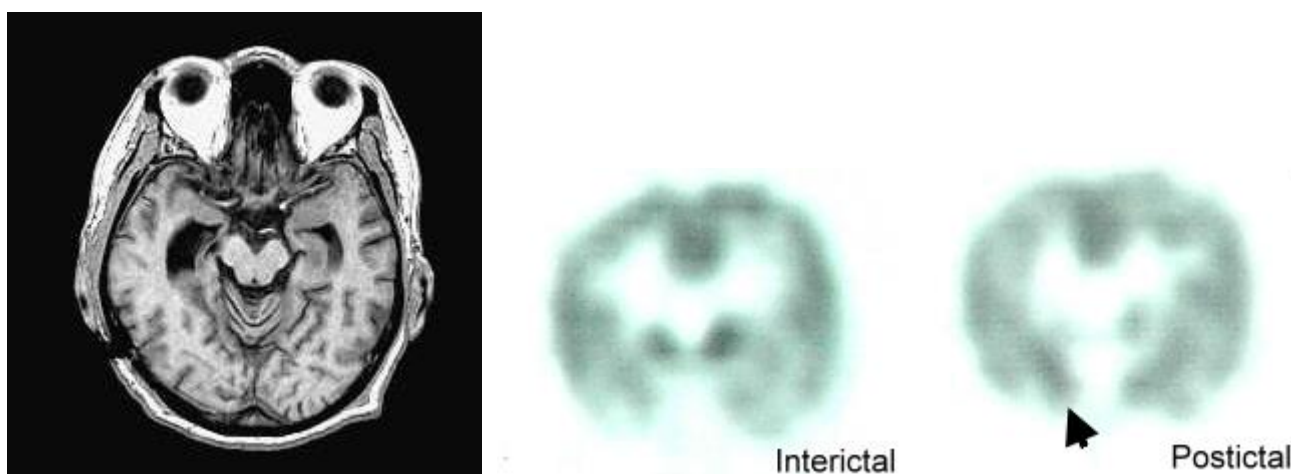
複雜性局部癲癇，MRI 顯示右顳葉內側海馬迴硬化，發作間期(Interictal)的腦部血流斷層造影顯示右顳葉下緣及內緣放射活性減低，而發作後半小時內(Postictal)的影像可見顳葉內緣血流增加(箭頭處)。
